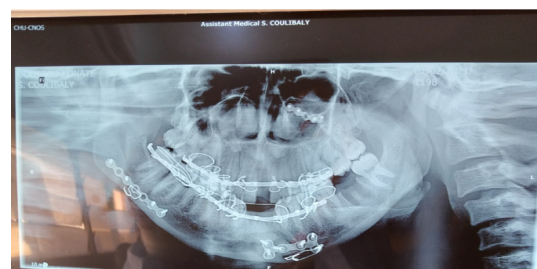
Radiographie panoramique dentaire post opératoire des ostéosynthèses mandibulaire et la margelle infra-orbitaire gauche
